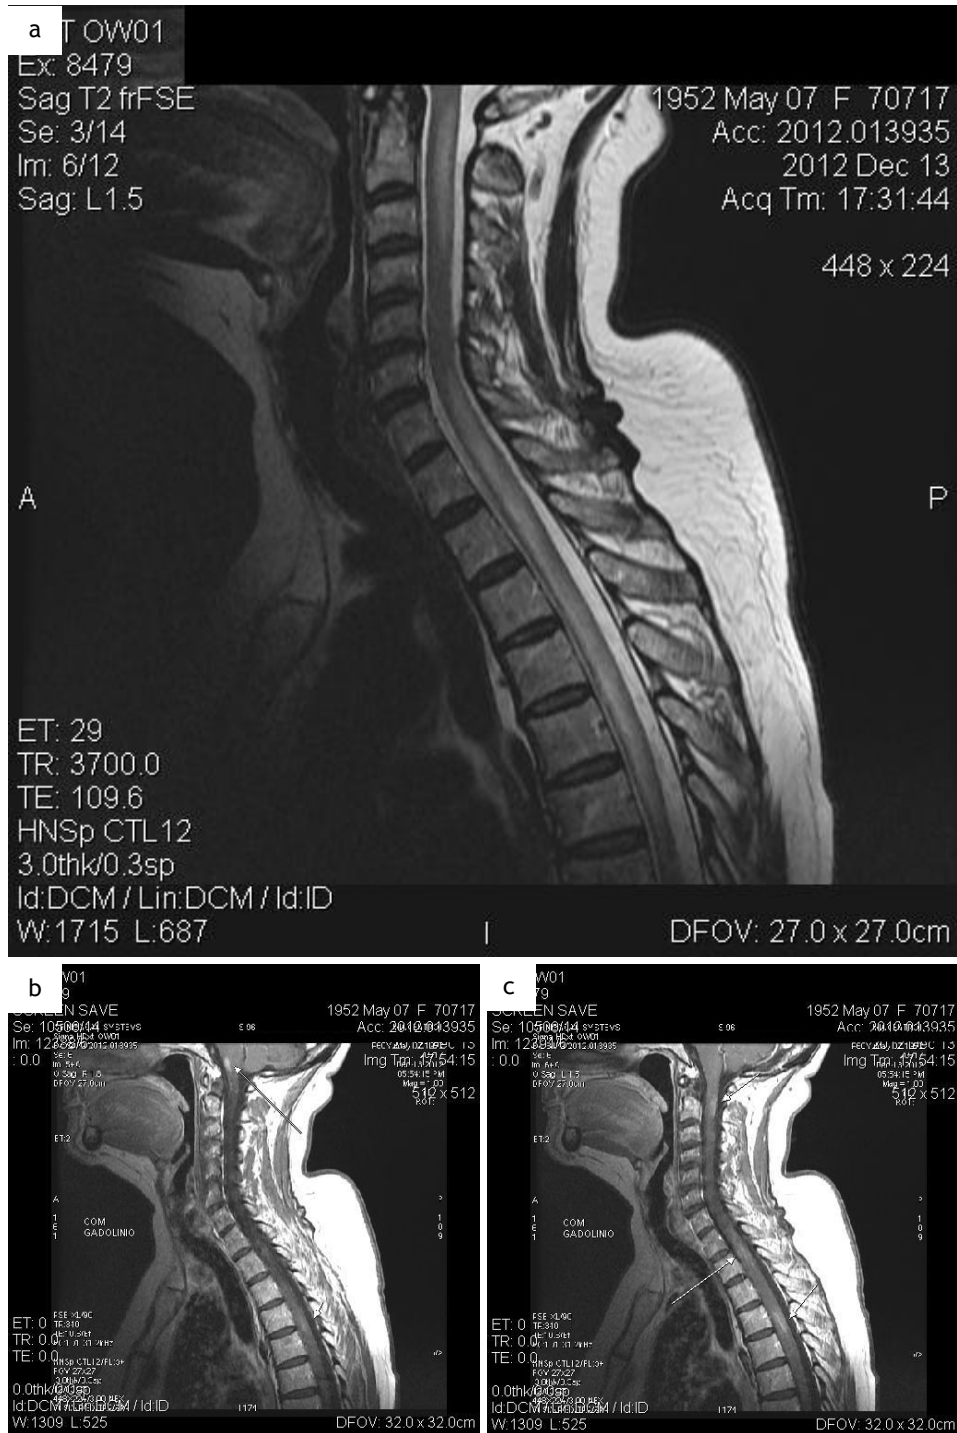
RMN vertebro-medular cervical (13/12/2012). a. Em T2. b. Em T1 com gadolínio. c. Em T1 com gadolínio.
